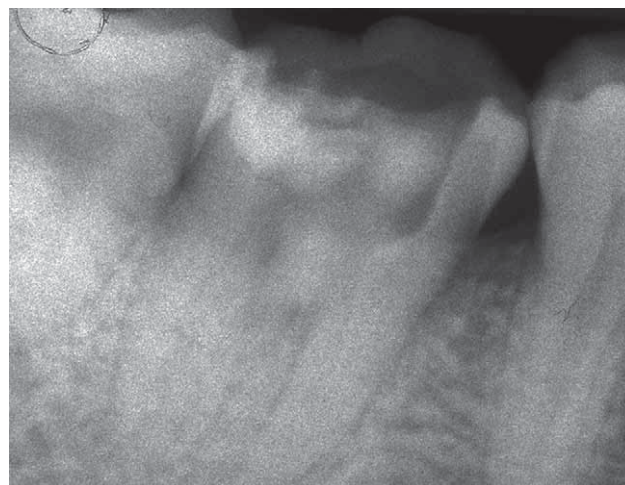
Radiografia pre-operatoria di 4.6.
